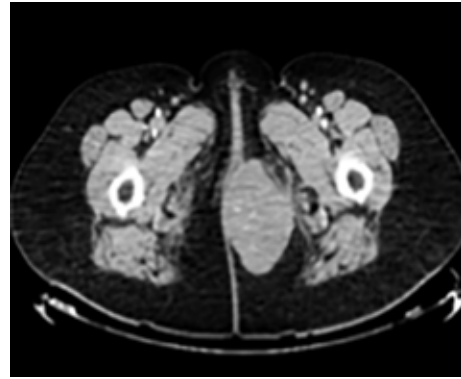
Corte axial de TC de pelvis.
